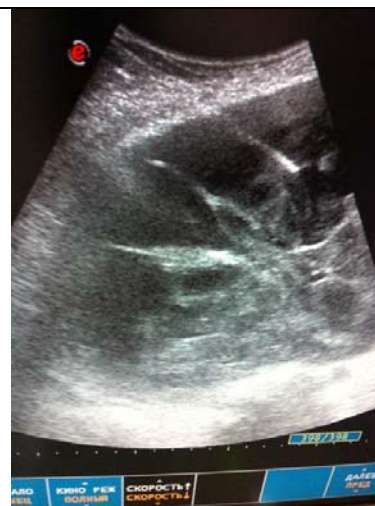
Пункционная биопсия жидкостного образования ПОЯ (под контролем УЗИ).
